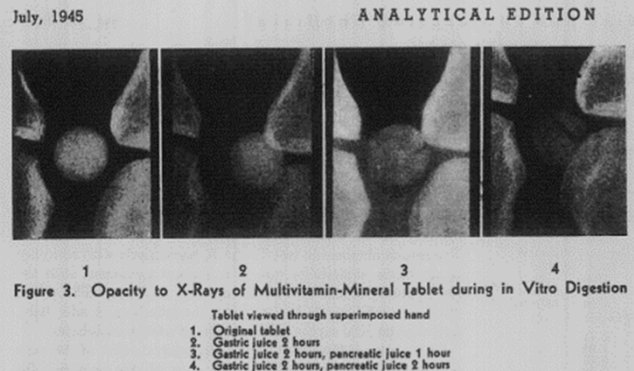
Opacity to X-Rays of Multivitamin-Mineral Tablet during in Vitro Digestion
